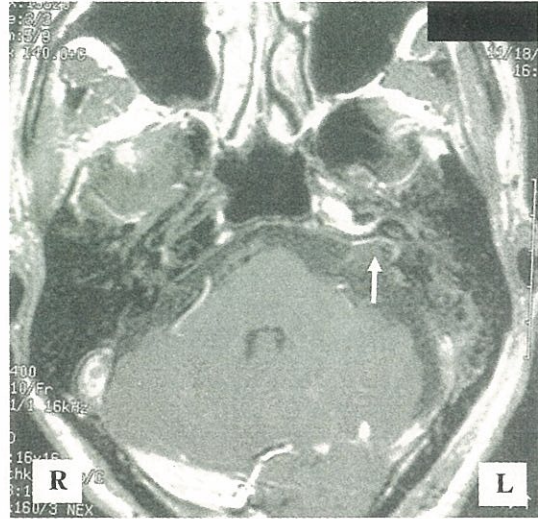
手術後のMRIで腫瘍の全摘出(矢印)が確認できる。
